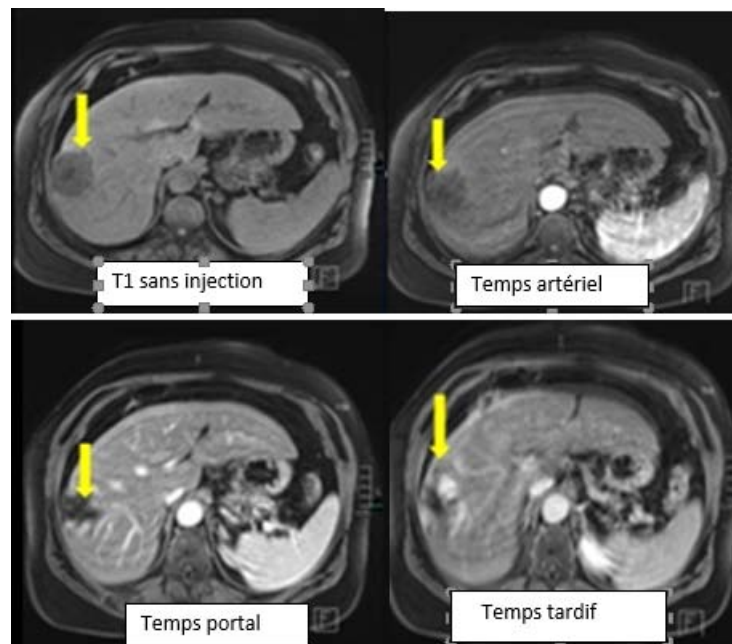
IRM hépatique : lésion arrondie du segment VII hypodense rehaussée en nœud après injection au temps artériel avec remplissage atypique au temps tardif
